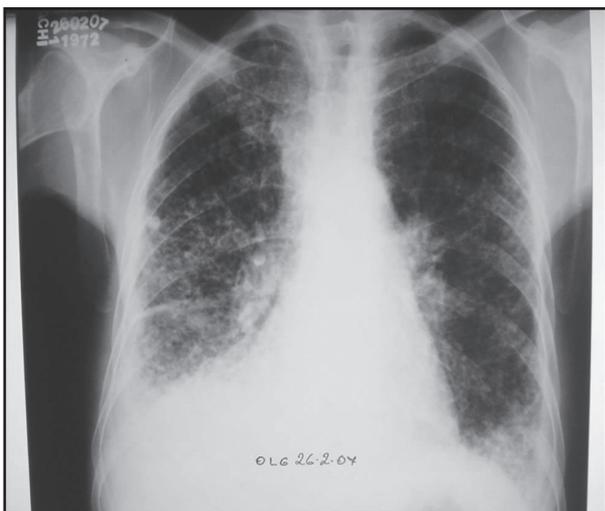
Radiografia de tórax em PA evolutiva do caso 2 demonstrando infiltrado intersticial retículo-nodular difuso, além de derrame pleural bilateral (maior à direita).
